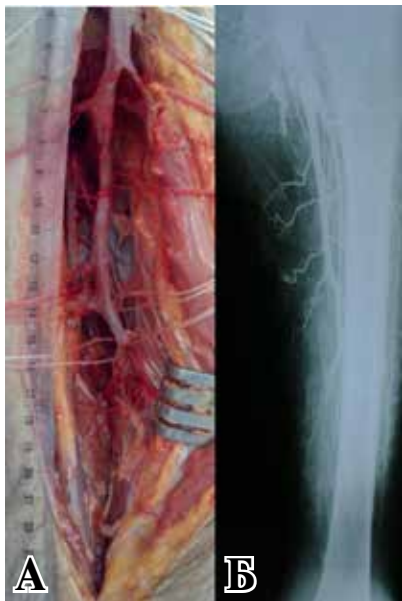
Выделенная глубокая артерия бедра на протяжении 17 см (А). Рентгенконтрастная ангиография глубокой артерии бедра с пятью прободающими ветвями (Б). Поверхностная бедренная артерия частично контрастирована через коллатерали глубокой артерии бедра.
